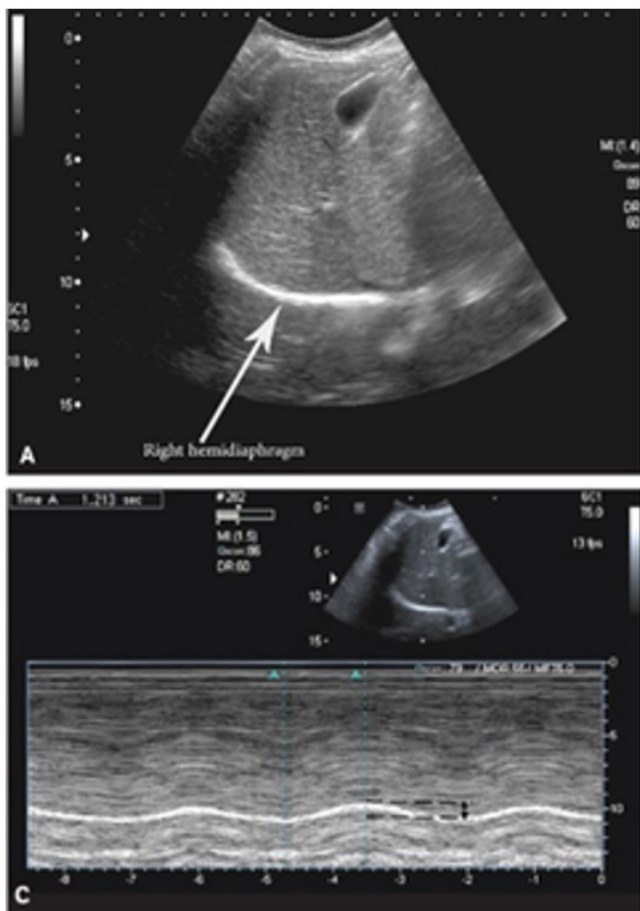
O diafragma como uma linha ecótica, utilizando o fígado como janela acústica. Extraído do artigo *Assesment of Diaphragm Dysfunction in the Critically Ill Patient With Ultrasound: a Systematic Review*<sup>7</sup>.
